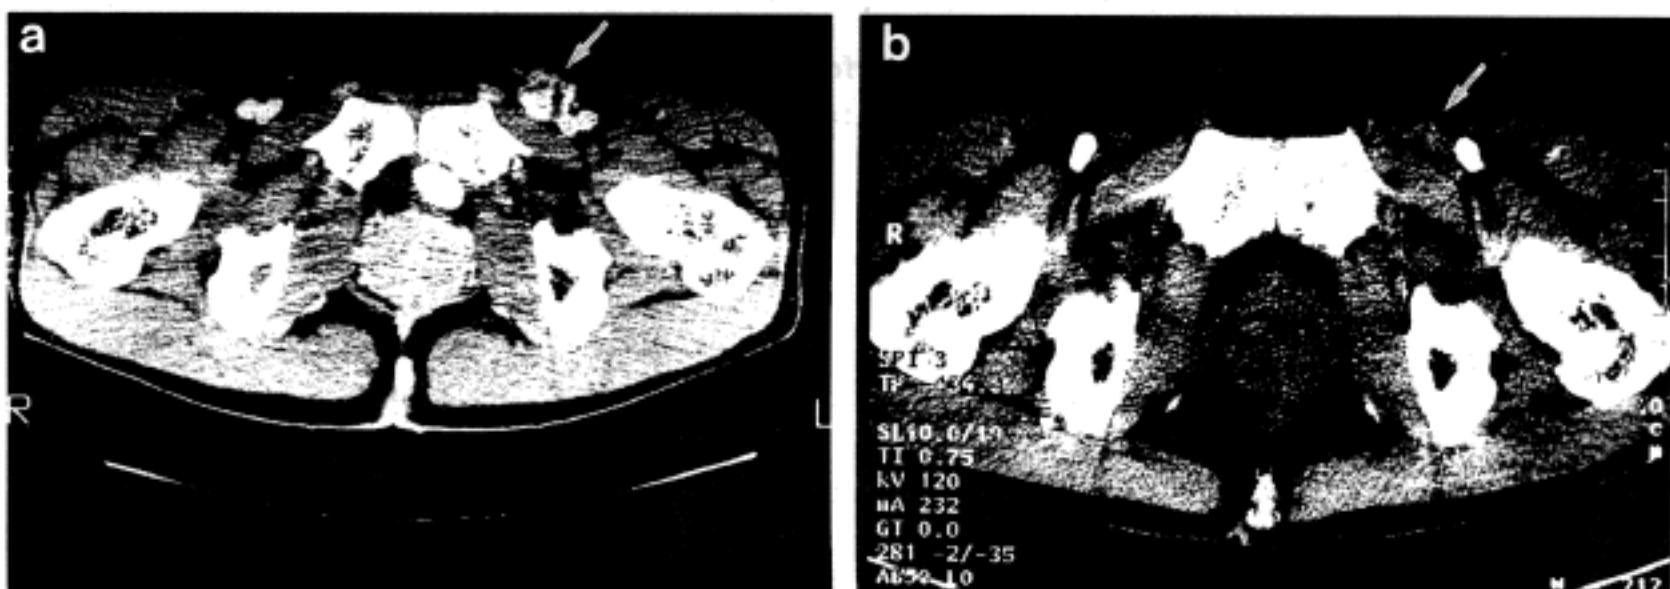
a: The CT finding of recurrence in groin area after curative resection of colon cancer.
